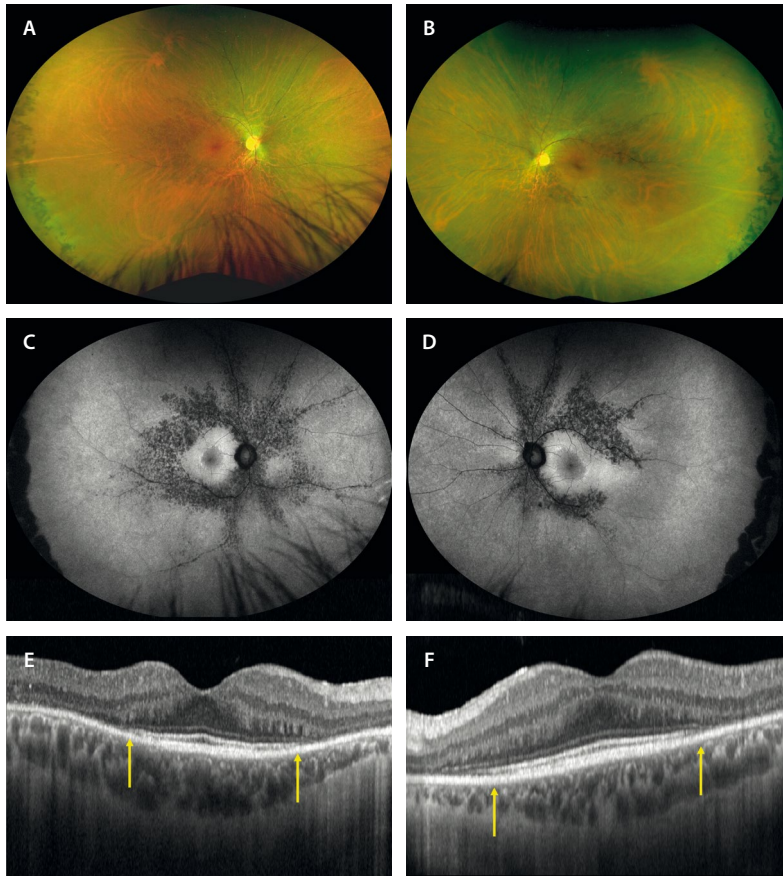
Retinosis pigmentaria perivenosa. Varón de 43 años con mutación del gen *CRB1* y nictalopía. La agudeza visual de ambos ojos es de 1.0. A y B) En la retinografía se aprecia una hipopigmentación junto a un granulado pigmentado a nivel perivenoso. Asimismo, se observan unas lesiones numulares en la periferia extrema temporal en ambos ojos. C y D) La autofluorescencia muestra cambios hipoauflorescentes granulares perivenulares desde el polo posterior hasta la periferia media. Por otro lado, destaca la hiperautofluorescencia del polo posterior. E y F) La tomografía de coherencia óptica muestra un área de respeto de las capas externas a nivel foveal y perifoveal (delimitado por flechas amarillas) y una atrofia de las capas externas parafoveales.
